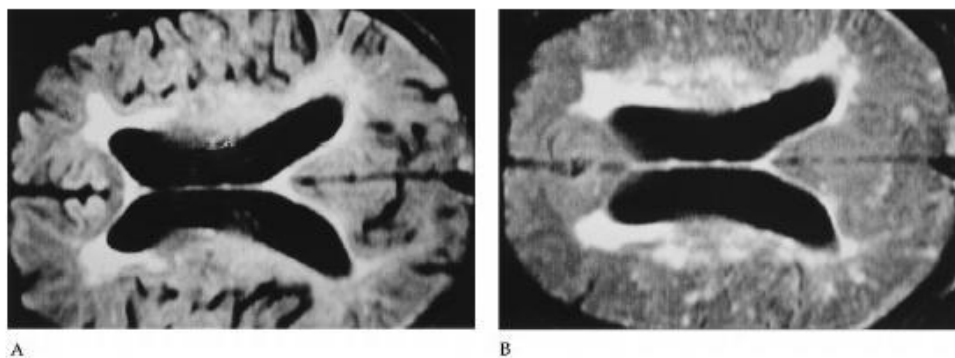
Magnetic resonance imaging image of a patient's brain 24 hours before (A) and within 1 hour after uneventful cardiopulmonary bypass procedure (B). Postoperative image shows acute swelling, with normal anatomic sulci and gyri completely lost. (Reprinted from [11] by permission of The Lancet, Ltd.)
